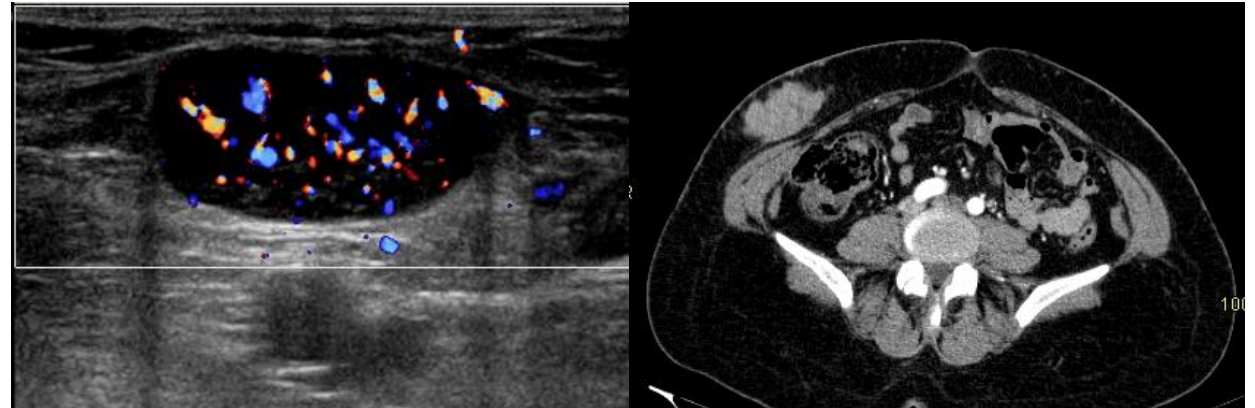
Ecografía de partes blandas con sonda lineal de alta frecuencia donde se identifica lesión hipoeecogénica en el tejido celular subcutáneo de pared abdominal derecha con abundante flujo al estudio Doppler color. En tomografía con contraste IV en fase portal se identificaban múltiples lesiones en tejido celular subcutáneo con bordes irregulares y realce. Se realiza biopsia guiada por ecografía y se confirma diagnóstico de micosis fungoide.
